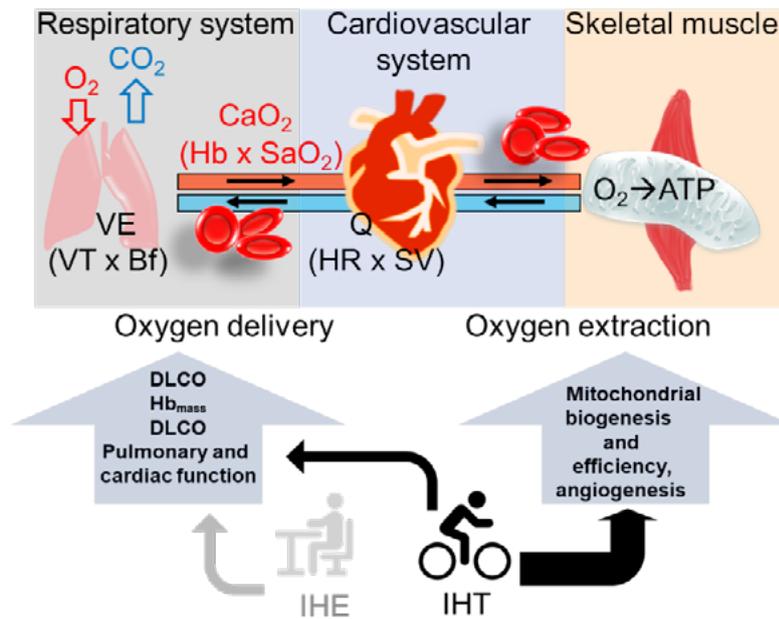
Suggested hypoxia effects of IHT and IHE on exercise tolerance by improving oxygen delivery and/or oxygen extraction in healthy individuals and patients suffering chronic diseases. IHT, intermittent hypoxic training; IHE, intermittent hypoxia exposure at rest; ATP, adenosine triphosphate; Bf, breathing frequency;  $\text{CaO}_2$ , arterial oxygen content; DLCO, lung diffusion capacity for carbon monoxide;  $\text{Hb}_{\text{mass}}$ , hemoglobin mass; HR, heart rate; Q, cardiac output; SV, stroke volume; VE, pulmonary minute ventilation; VT, tidal volume (the figure is original and composed by the authors). Рис. Предполагаемые гипоксические эффекты ИГТ и ИГЭ относительно переносимости физических нагрузок за счет улучшения доставки и/или извлечения кислорода у здоровых людей и пациентов, страдающих хроническими заболеваниями. ИГТ, интервальная гипоксическая тренировка; ИГЭ, интервальные гипоксические экспозиции в состоянии покоя; АТФ, аденозинтрифосфат; Bf, частота дыхания;  $\text{CaO}_2$ , содержание кислорода в артериальной крови; DLCO, диффузионная способность легких для оксида углерода;  $\text{Hb}_{\text{mass}}$ , масса гемоглобина; HR, частота сердечных сокращений; Q, сердечный выброс; SV, ударный объем; VE, минутная вентиляция легких; VT, дыхательный объем (рисунок оригинальный и составлен авторами).
